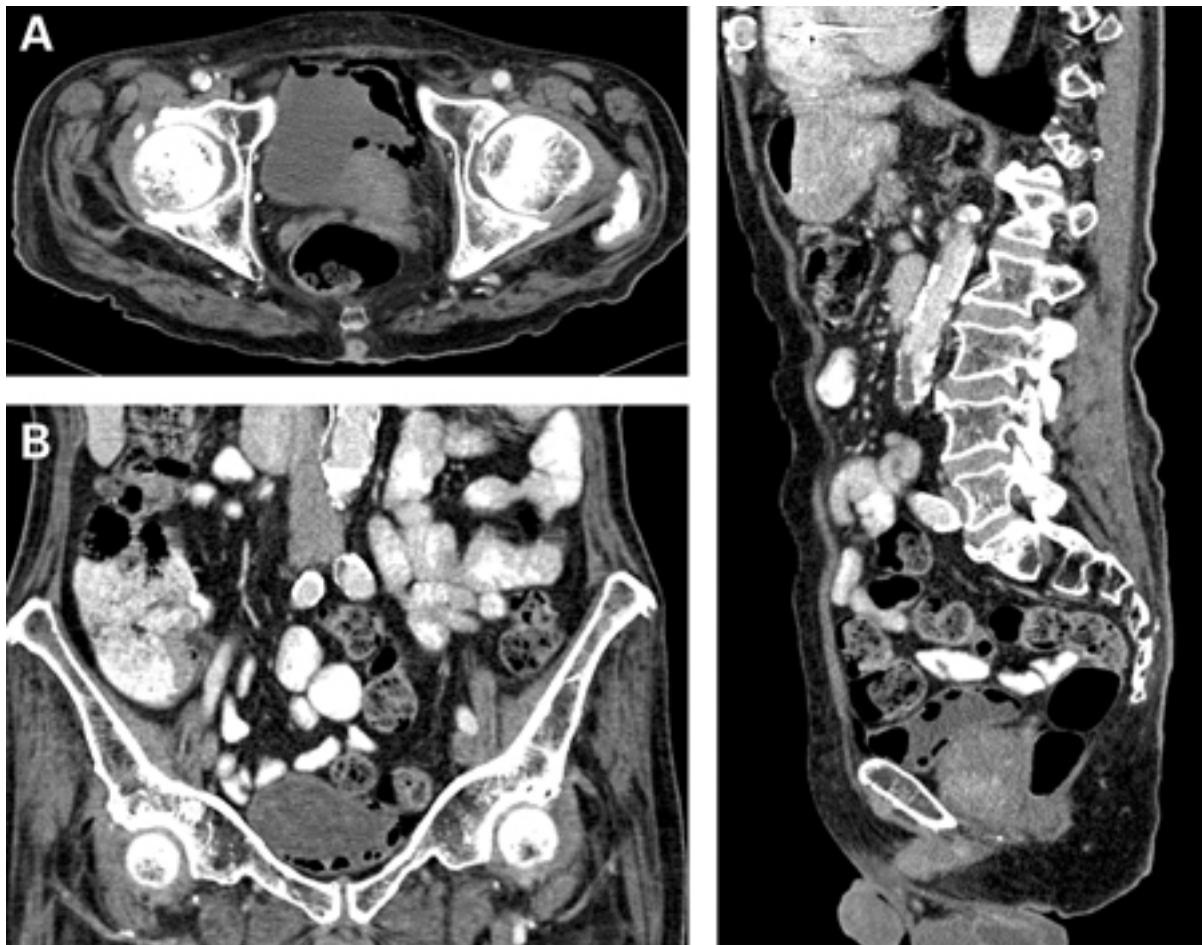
Cistite enfisematoso: (A) corte horizontal de tomografia computadorizada (TC) mostrando enfisema aumentado; (B) corte coronal de TC mostrando enfisema aumentado; (C) corte sagital de TC mostrando enfisema aumentado
